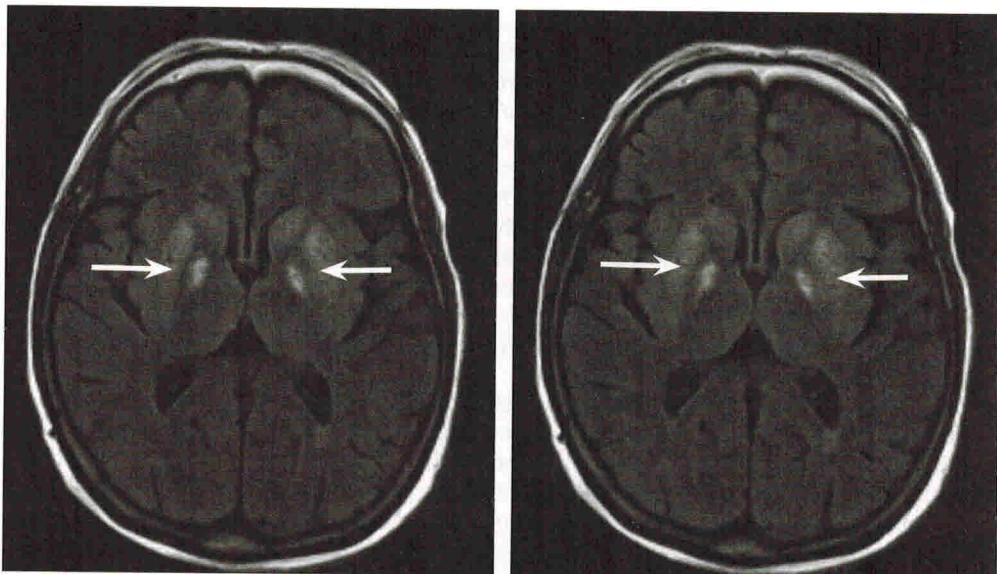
Компьютерная томография головы.
